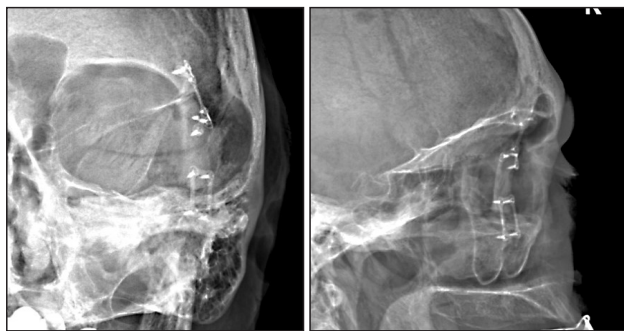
Рентгенограммы черепа в двух проекциях больного, оперированного методом наружной костно-пластической орбитотомии по Кренлейну по поводу КГ левой орбиты, после репозиции и остеосинтеза латеральной стенки орбиты титановыми пластинами
